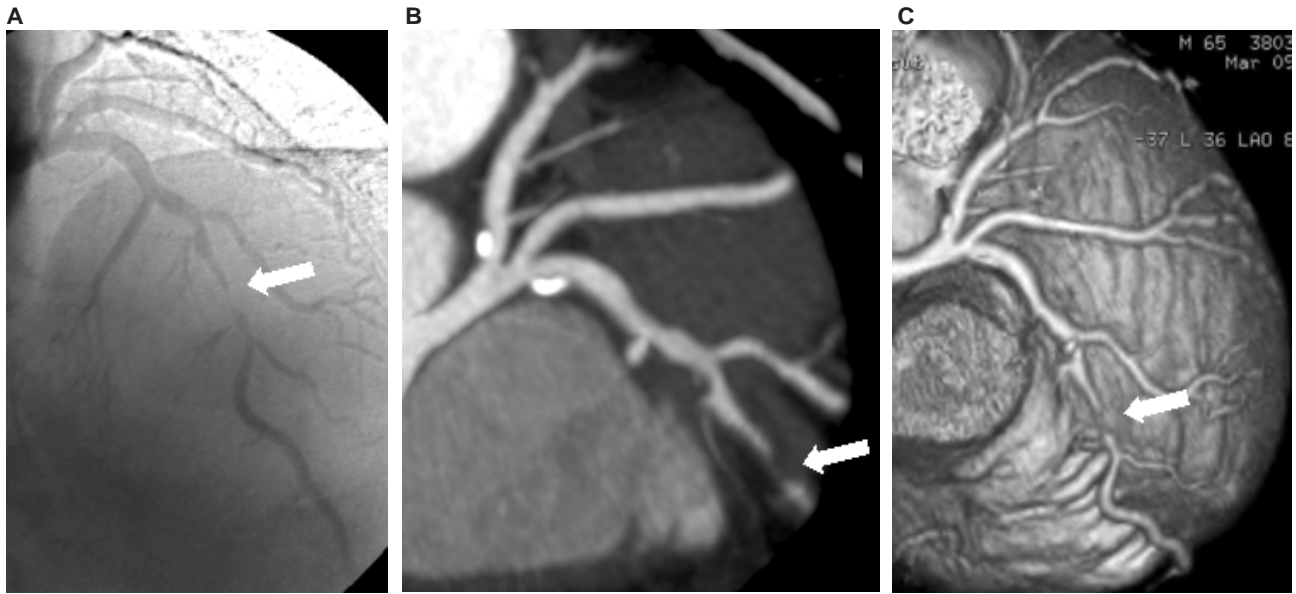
A. Se observa una estenosis significativa en tercio medio de arteria descendente anterior por coronariografía invasiva (flecha). B. La misma lesión por TAC Coronario en 2D. C. Reconstrucción 3D de la imagen anterior.
